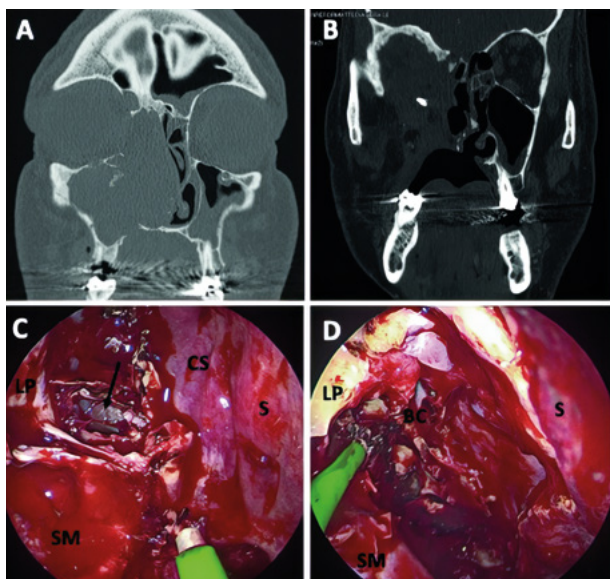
Paciente con tumoración rinosinusal derecha compatible con papiloma invertido intervenido de cirugía combinada (CENS + exenteración orbitaria derecha). A. TC corte coronal preoperatorio. B. TC corte coronal posoperatorio, 3 años tras la intervención, libre de enfermedad. C. Tumoración en techo de etmoides (flecha) tras resección de cornete medio. CS: cornete superior; S: septo; LP: lámina papirácea; SM: seno maxilar. D. Imagen intraoperatoria tras resección intrasinusal de tumor. BC: base de cráneo.
